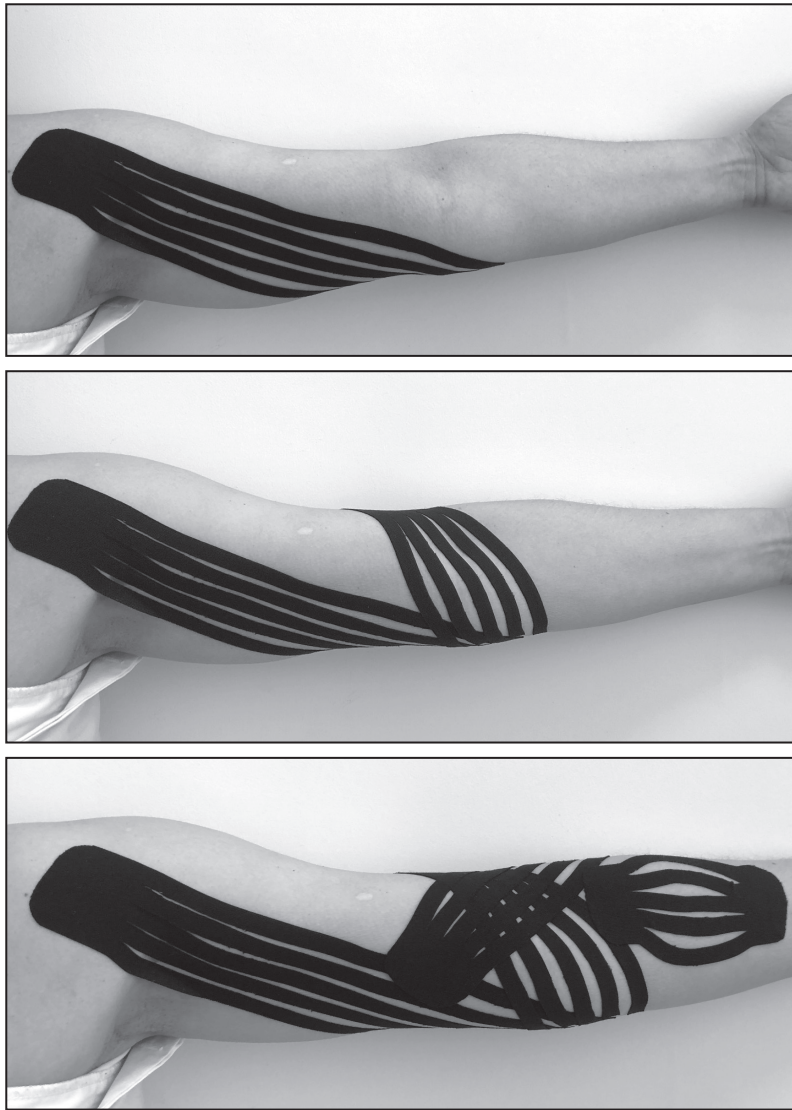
Методика КТ передпліччя та плеча після оперативного втручання
